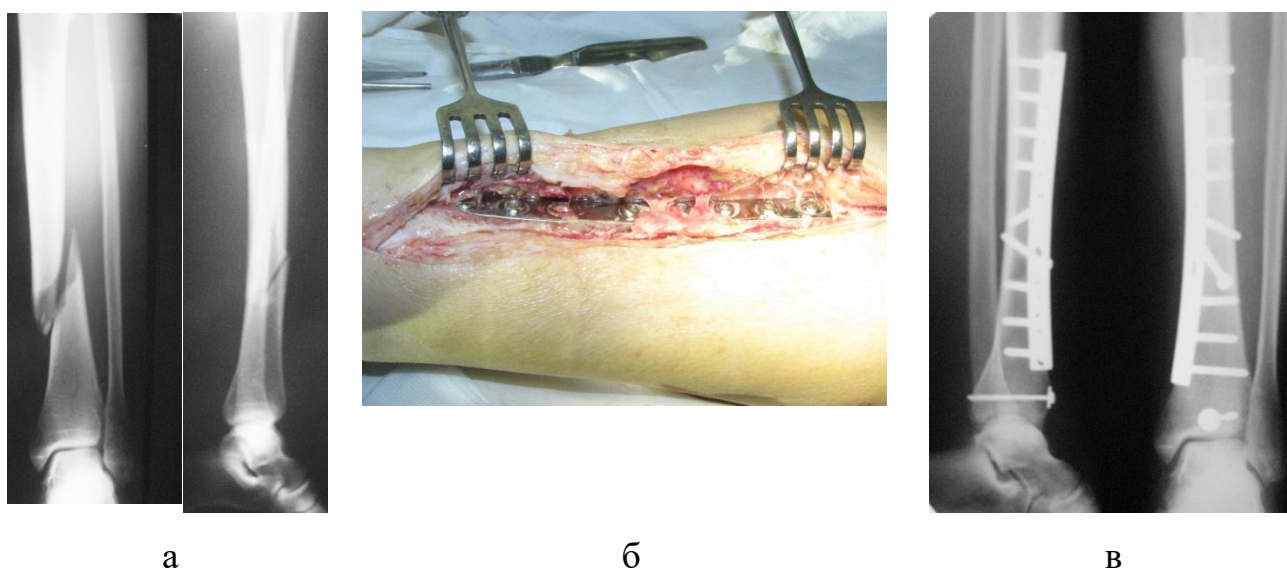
Фото рентгенограм та операційної рани хворої П.
